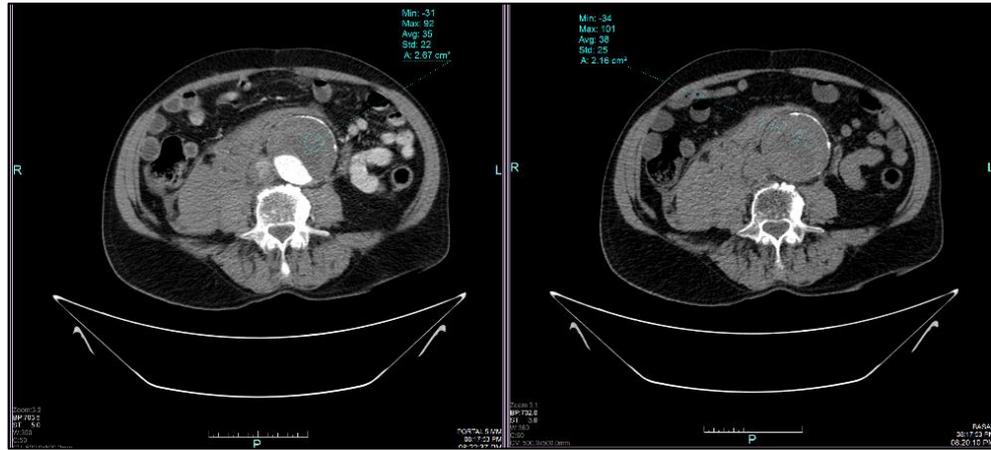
Angio-TC de abdomen, fase arterial. Corte transversal. Aneurisma de aorta abdominal infrarrenal roto, con un gran trombo que ocupa las  $\frac{3}{4}$  partes de la circunferencia y hematoma retroperitoneal derecho. Se observan placas calcificadas en la pared de la aorta.
